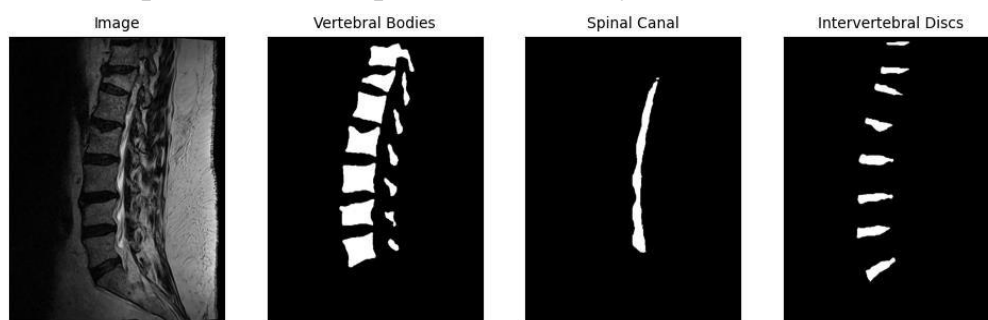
Приклад декількох зрізів МРТ-зображення з набору [12]
